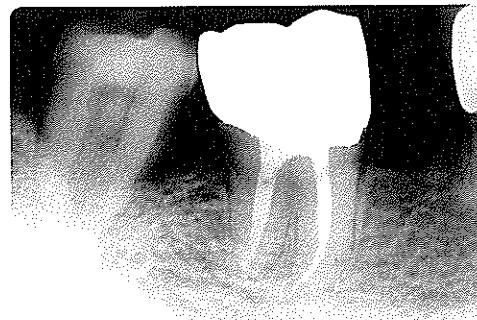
18개월 후 내원시 방사선 사진으로 치아는 임상적으로 기능유지하고 있으며 치근흡수는 보이지 않고 있다.
